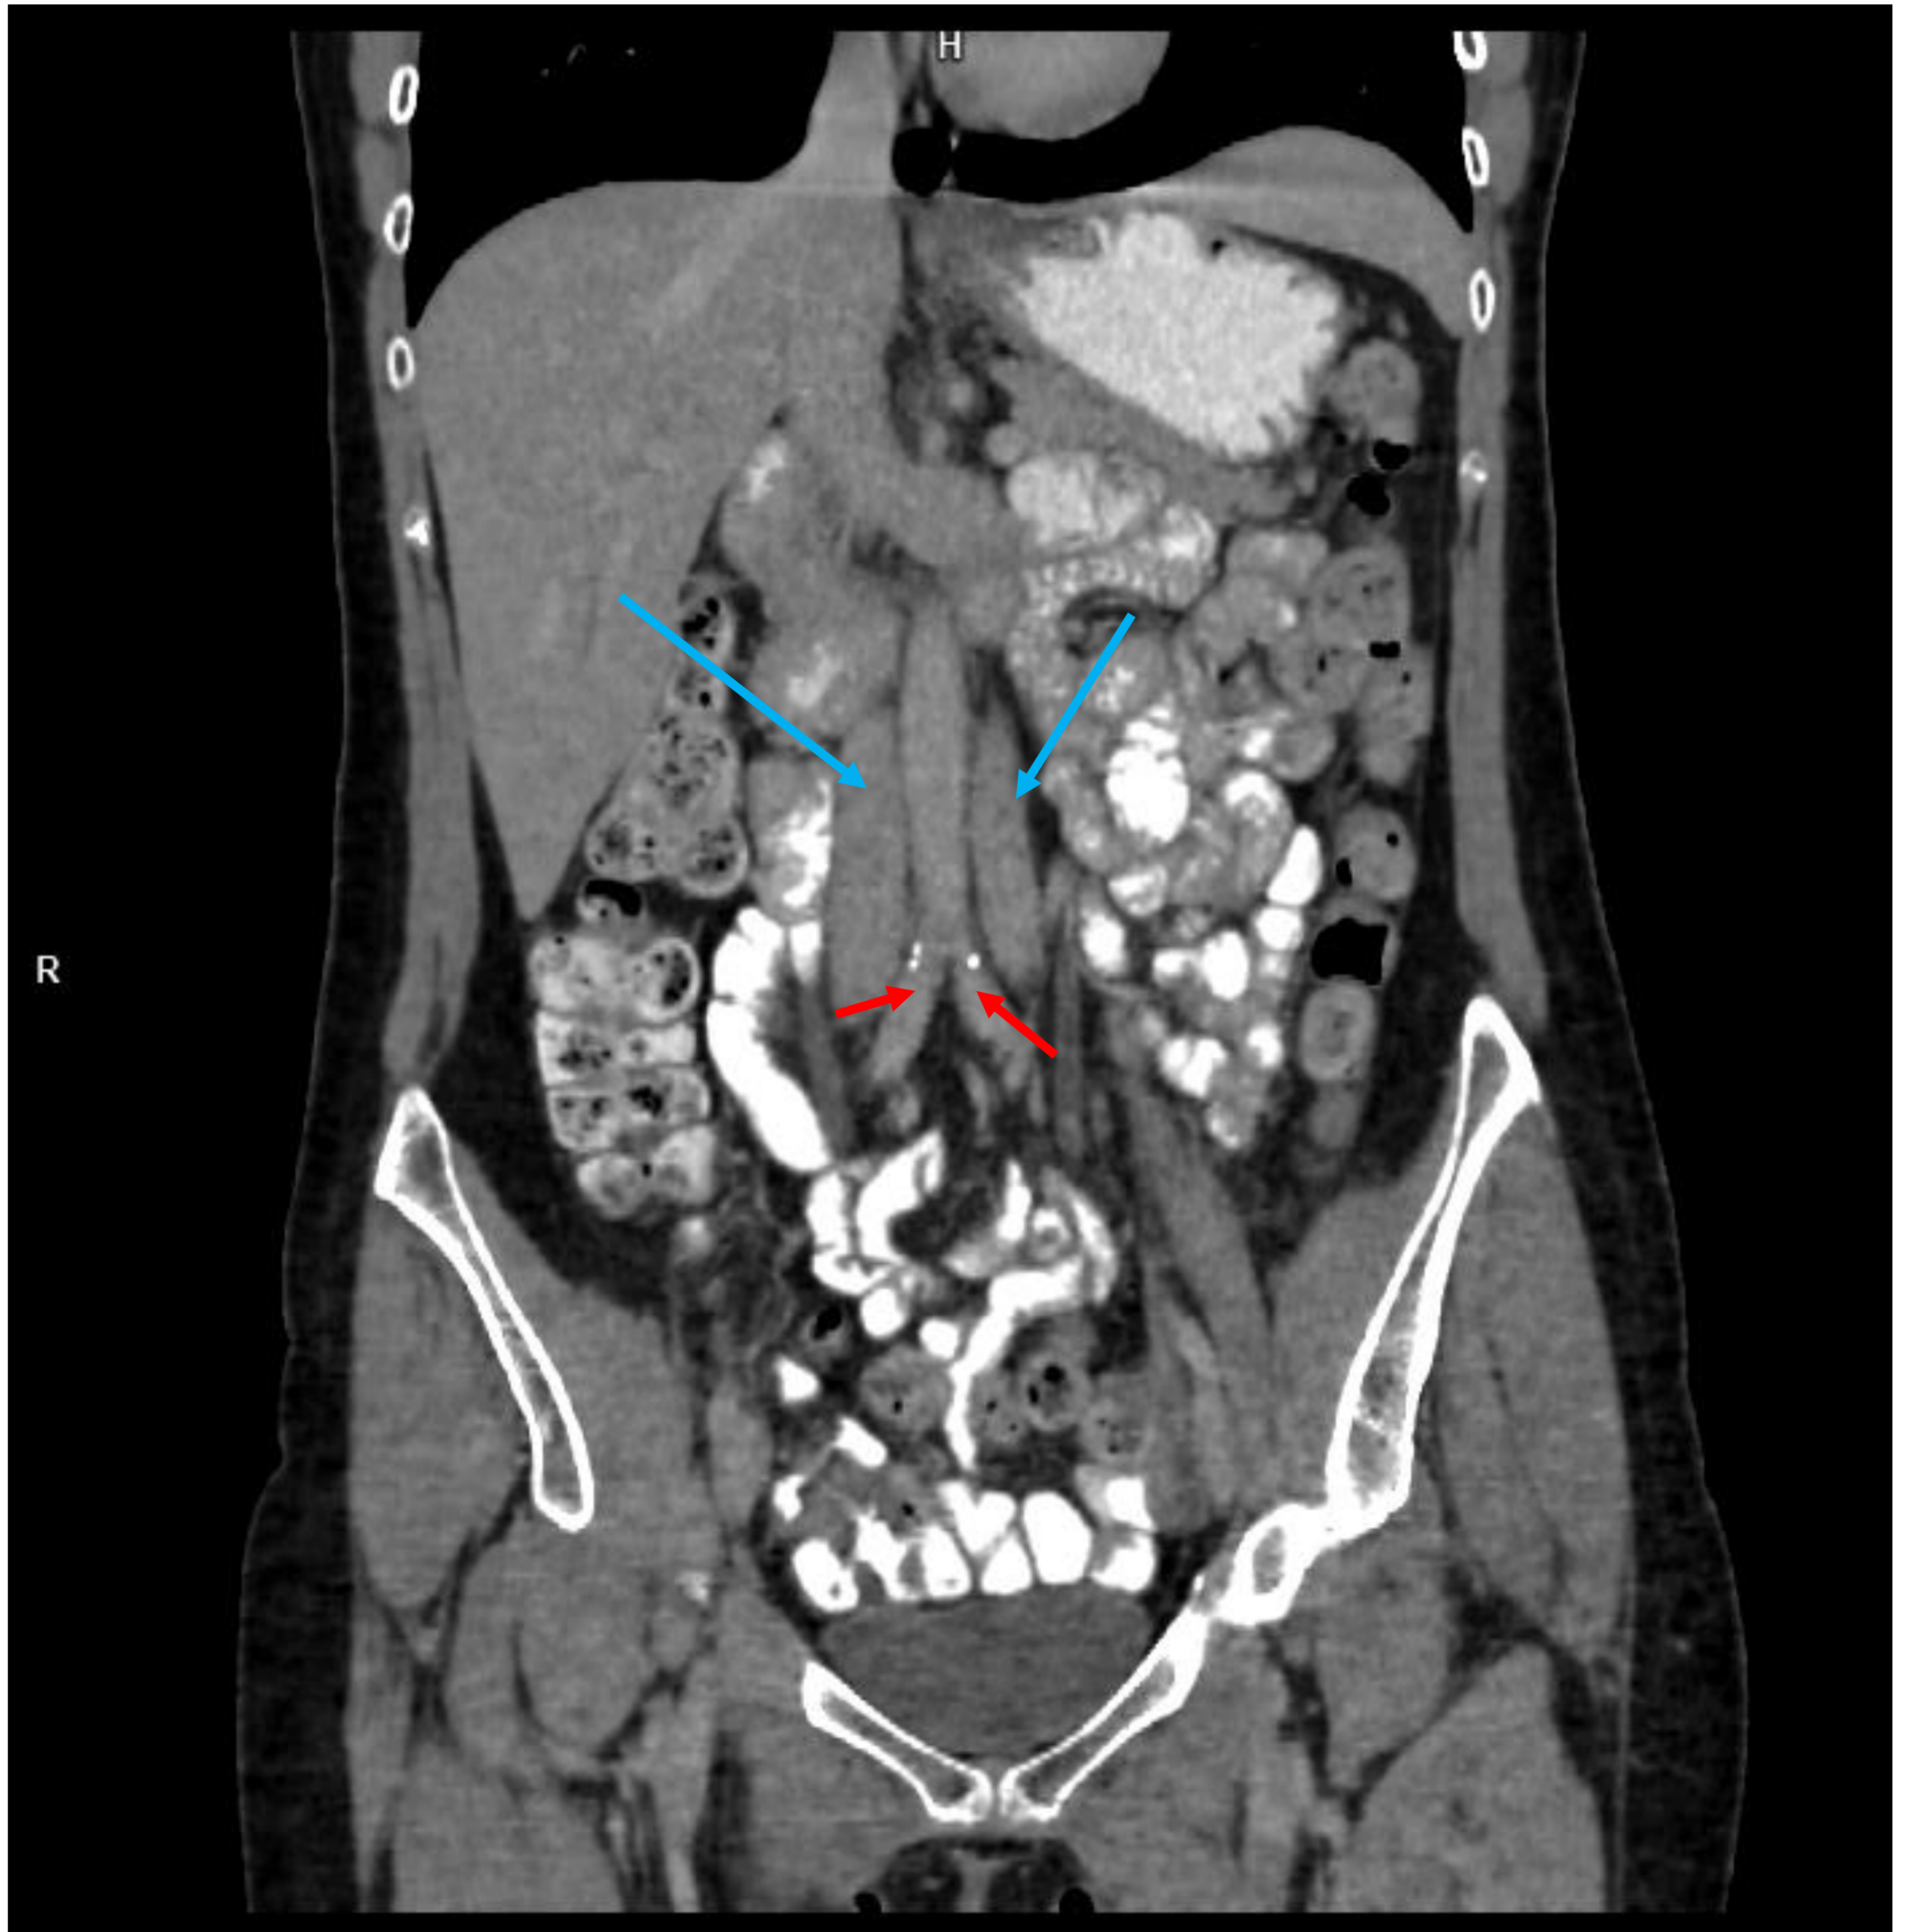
Imagen coronal de TC simple con VCI duplicada (flechas blancas) localizada a ambos lados de la aorta abdominal e ilíacas (flechas rojas), con placas de aterosclerosis calcificada.
